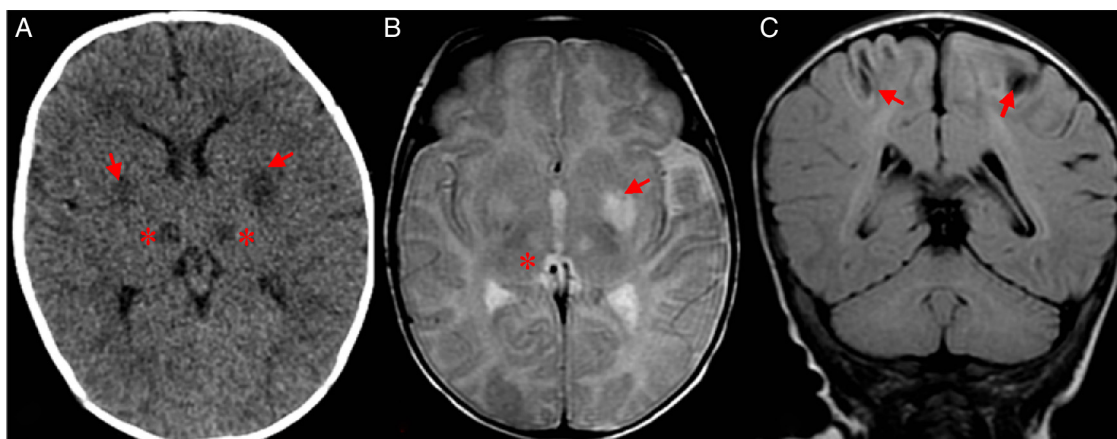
Paciente de 30 días de vida que acude a urgencias con clínica encefalopática e hiperlactacidemia como manifestación inicial de un déficit de SLC19A3 (metabolismo de la tiamina). A) TC craneal sin contraste en la que se objetivan lesiones hipodensas simétricas que afectan a ambos putámenes (flechas) y núcleos mediales talámicos (asteriscos). B) RM cerebral. Axial T2 FSE que muestra las mismas lesiones, hiperintensas en T2 en los putámenes (flecha en el putamen izquierdo) y los núcleos mediales talámicos (asterisco en el del lado derecho). C) RM cerebral. Coronal FLAIR T2 con hipointensidad de señal corticosubcortical perirrolándica que indica lesiones parenquimatosas de evolución crónica (flechas).
